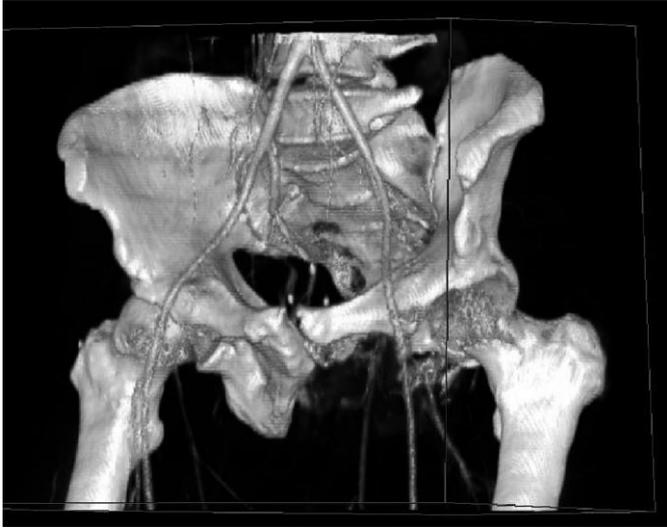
TC ricostruzione tridimensionale. Area osteolitica a livello della branca ischiopubica di sinistra e in parte della sinfisi pubica omolaterale.
